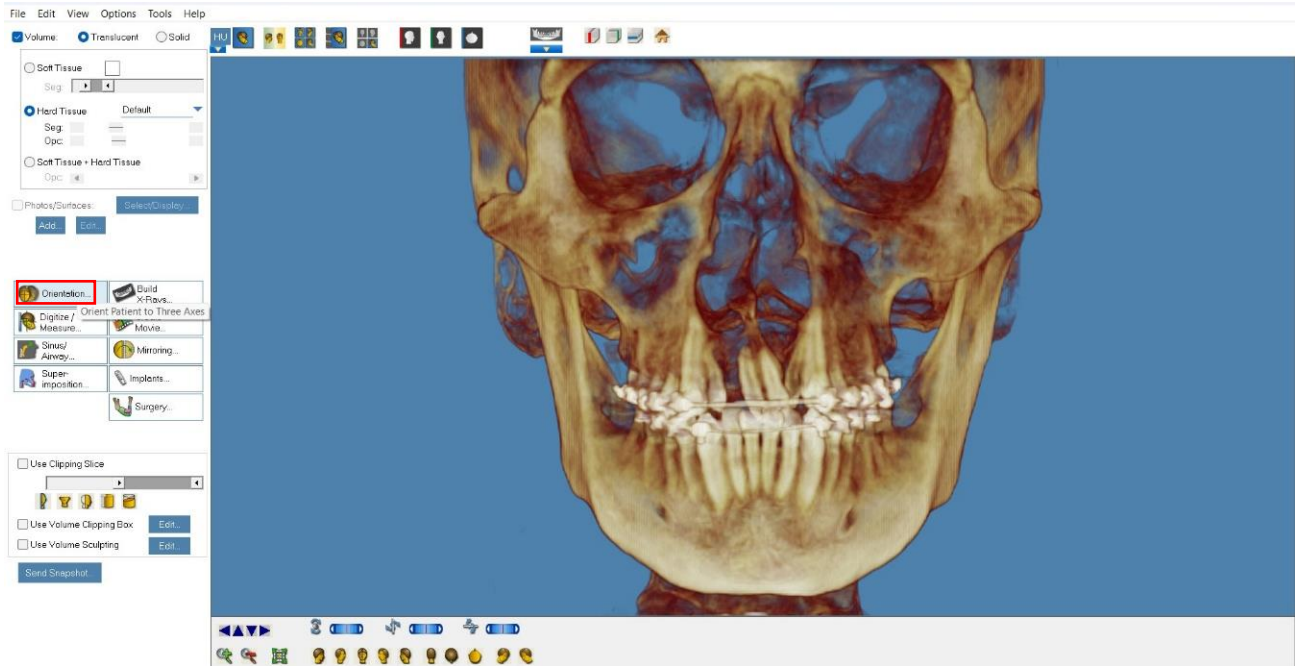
Selección botón> Orientation para poder reorientan las imágenes CBCT (Fuente propia)
